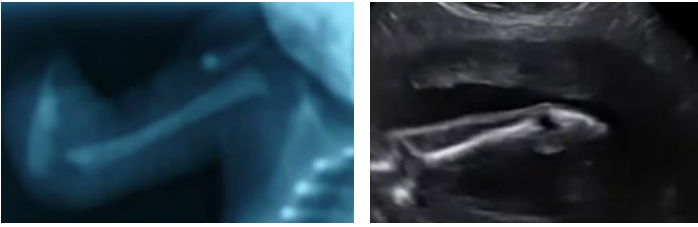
y 7B. Radiología y ultrasonido de hemimelia transversa de brazo.
